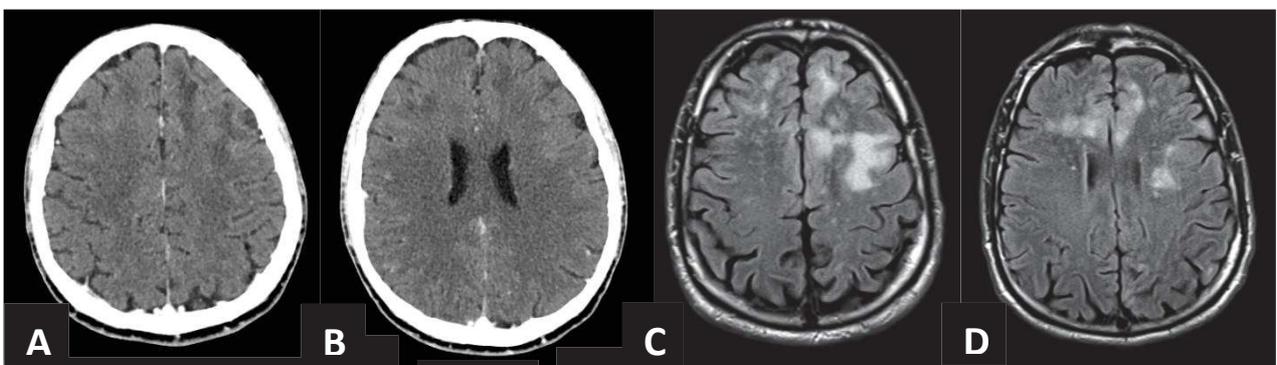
Leucoencéphalopathie multifocale progressive : Hypodensités bi frontales et hypersignaux juxta et sous corticaux bi frontaux et du corps calleux, tomodensitométrie cérébrale, coupes axiales (A, B) ; IRM cérébrale, coupes axiales séquence FLAIR (C, D).
